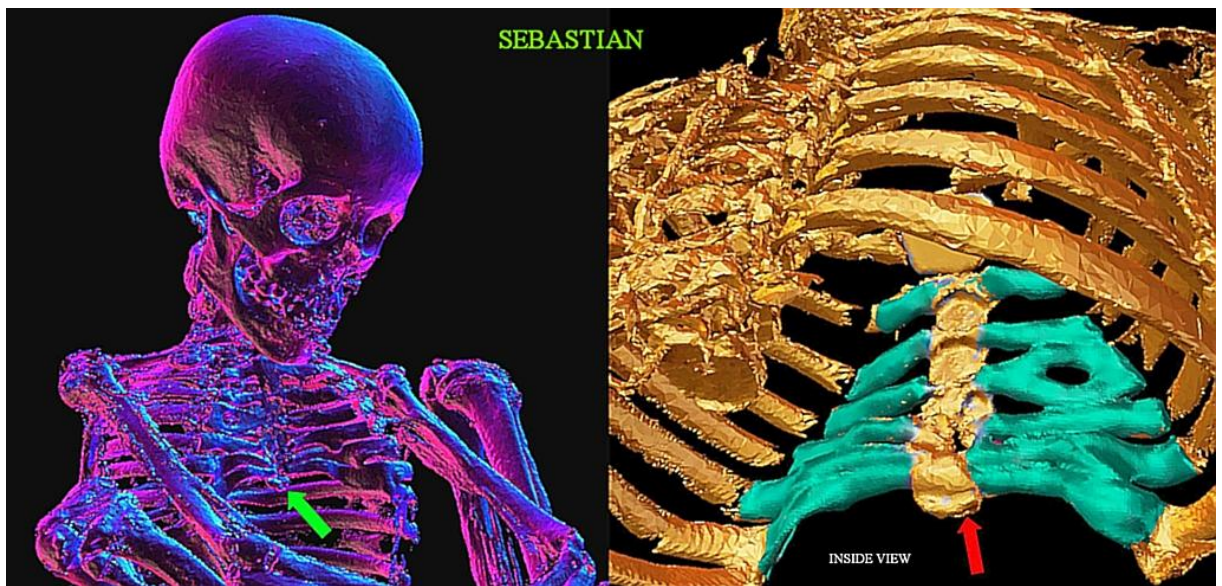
TC 3D que muestra un esternón deprimido (pectus excavatum) en “Sebastian”, con cartílagos calcificados gruesos e irregulares, distintos de los observados en humanos. Las flechas roja y verde señalan el xifoesternón.
